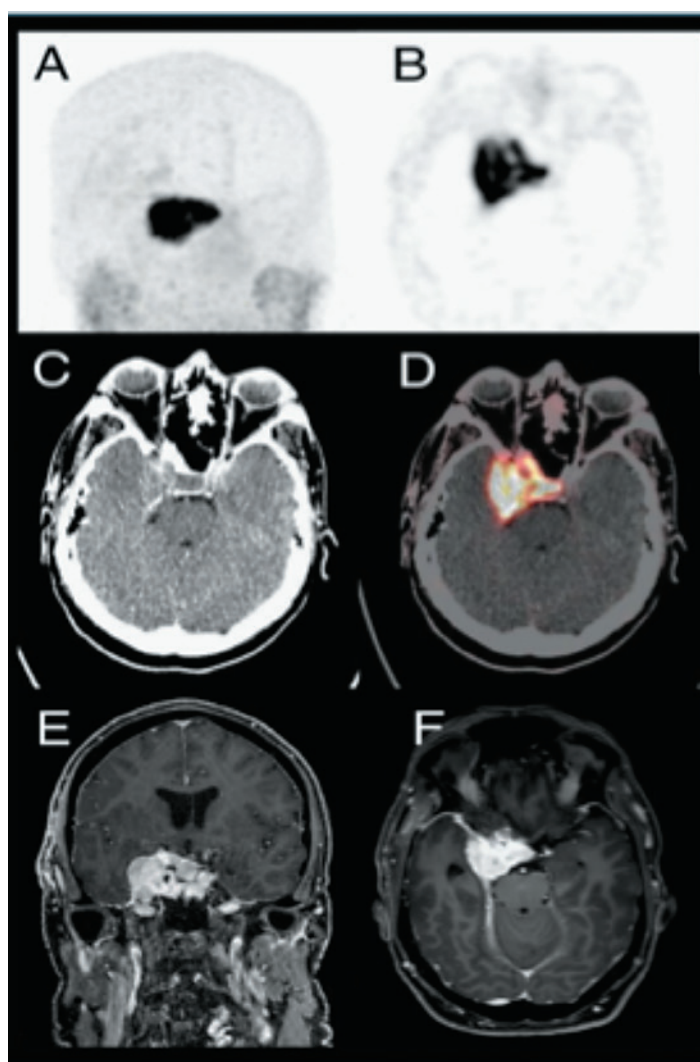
Менингиома кавернозного синуса: а) ПЭТ-КТ в коронарной плоскости; в) ПЭТ-КТ в аксиальной плоскости; с) компьютерная томография в аксиальной плоскости; d) компьютерная томография и ПЭТ-КТ в аксиальной плоскости; е) МРТ T1-взвешенная с контрастным усилением в коронарной плоскости; ф) МРТ T1-взвешенная с контрастным усилением в аксиальной плоскости
